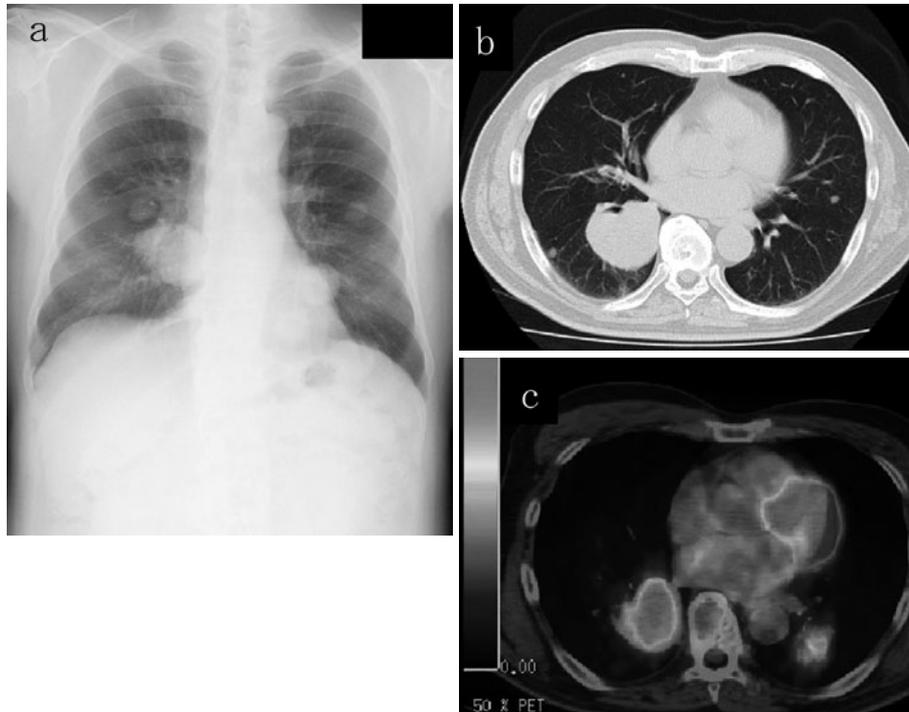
(a) 入院時の胸部X線写真. 両側に多数の結節影と腫瘤影を認める. (b) 入院時の胸部CT. aと同様両側に複数の結節影と腫瘤影を認める (直径5~57 mm). (c) FDG-PET/CTで結節影や腫瘤影は直径が25 mm以上ではSUVmax 2.5以上の異常集積を認める. 25 mmより小さな結節影では集積は弱い.
